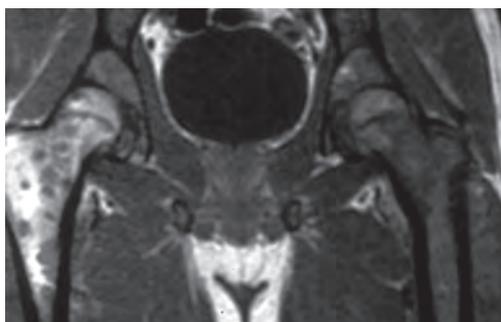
МРТ, корональное T1-ВИ. Саркома Юинга с множественными метастазами.
